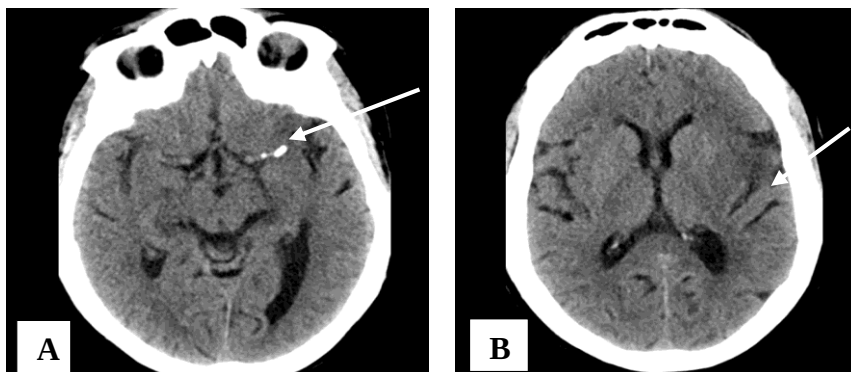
CT cerebral a unui pacient cu AVC ischemic în perioada supraacută a bolii. Semnul ACM hiperdense pe stânga (săgeata). 1B. Ștergerea diferențierii dintre substanța cenușie și cea albă la nivelul ganglionilor bazali și insulei pe stânga (săgeată). (<https://radiopaedia.org/cases/mca-infarct>)
